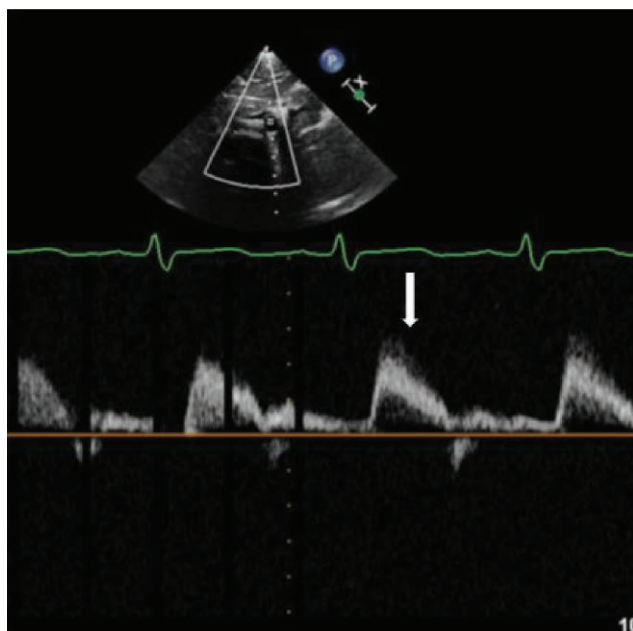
Echokardiografia dwuwymiarowa, projekcja nadmostkowa – strzałka wskazuje miejsce operowane bez zwężeń
